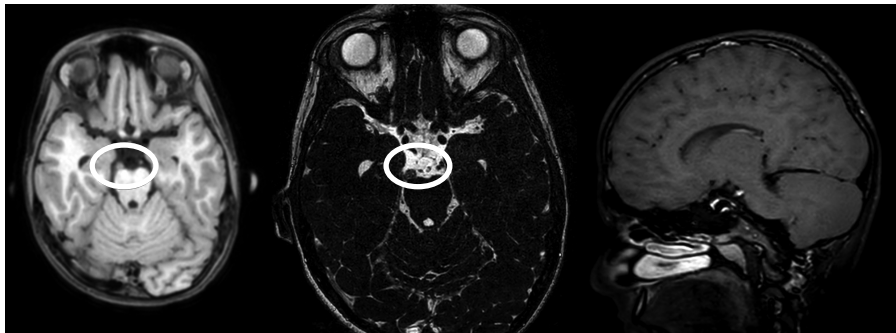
Immagini RMN - Sequenze B-FFE-XD e V3D-BB-MSDE.
